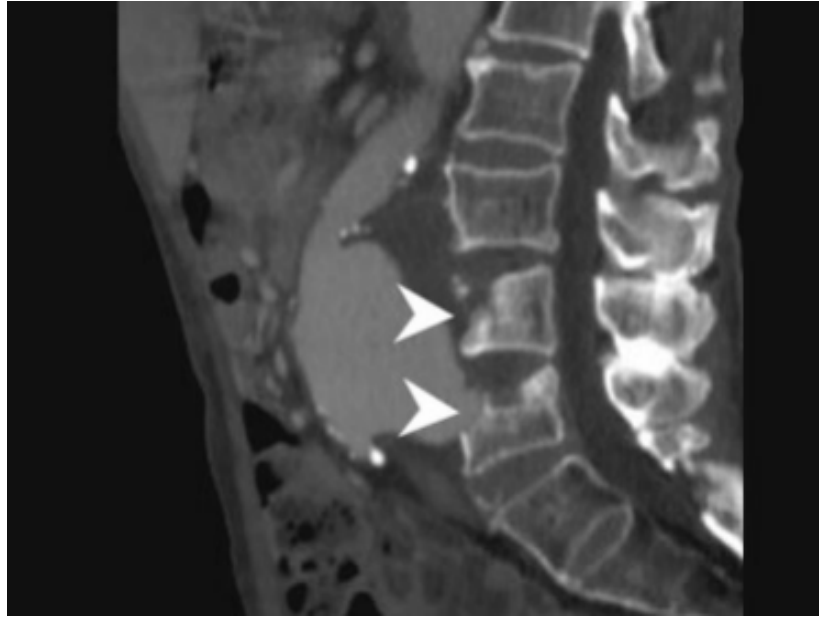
TDM en coupe sagittale montrant l'érosion des vertèbres suite à l'AA [49] (flèches).
